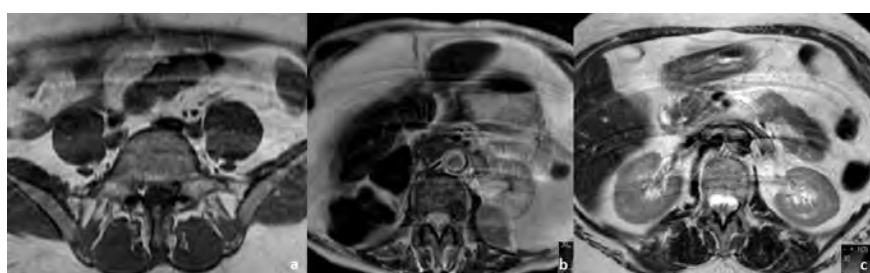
Exemplos de sequências ponderadas em T1 (a) e T2 (a e b) de RM abdominais e pélvicas prejudicadas por artefactos respiratórios em 3 doentes diferentes. Nos 3 casos tratava-se de mulheres com patologia ginecológica, nomeadamente carcinoma do colo do útero em mulher de 48 anos (a), carcinoma do ovário e da trompa esquerda em mulher de 84 anos (b) e carcinosarcoma do endométrio em mulher de 72 anos (c).
